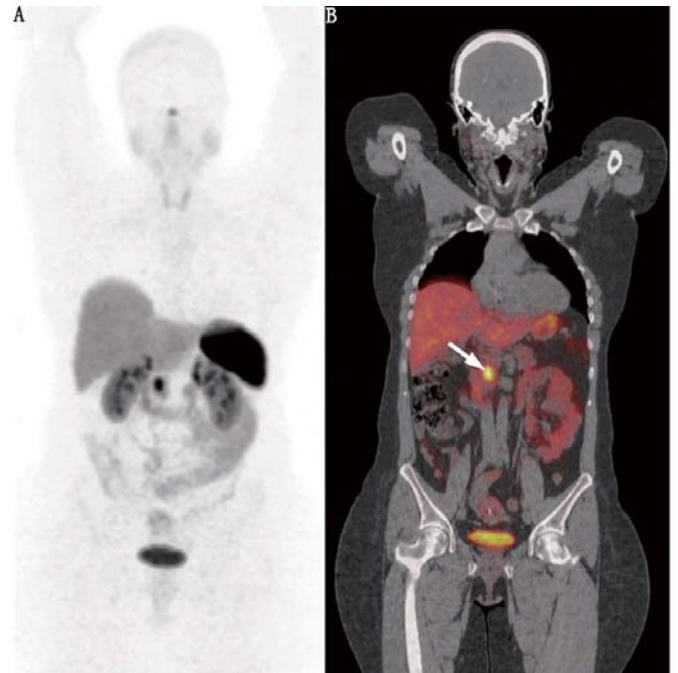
胰头非功能性的 G1 级神经内分泌肿瘤患者⁶⁸Ga-1,4,7,10-四氮杂环十二烷-1,4,7,10-四乙酸-D-苯丙氨酸 1-酪氨酸 3-苏氨酸 8-奥曲肽(DOTATATE) PET/CT 显像图。A. 全身最大密度投影(MIP)图;B. PET/CT 冠状位图。图像示肿瘤放射性摄取增高(箭头示),无局部或远处转移
